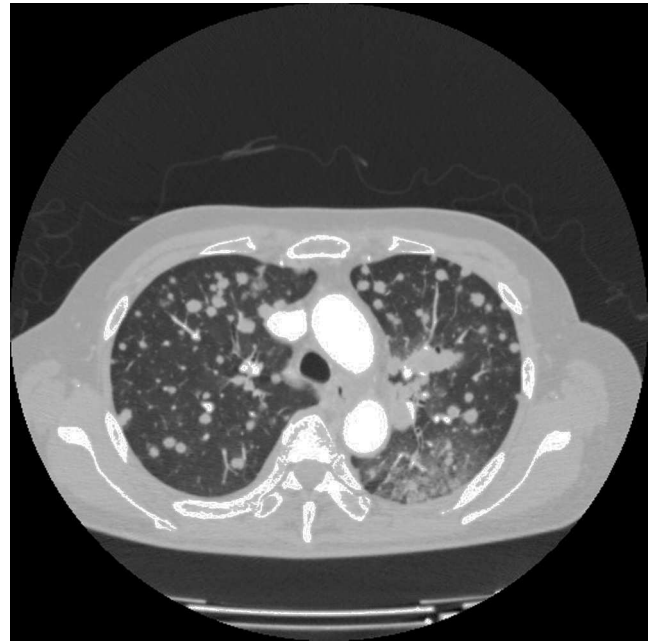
TAC torácico. Imagen que muestra la presencia de múltiples nódulos pulmonares bilaterales tras la progresión a erlotinib.
